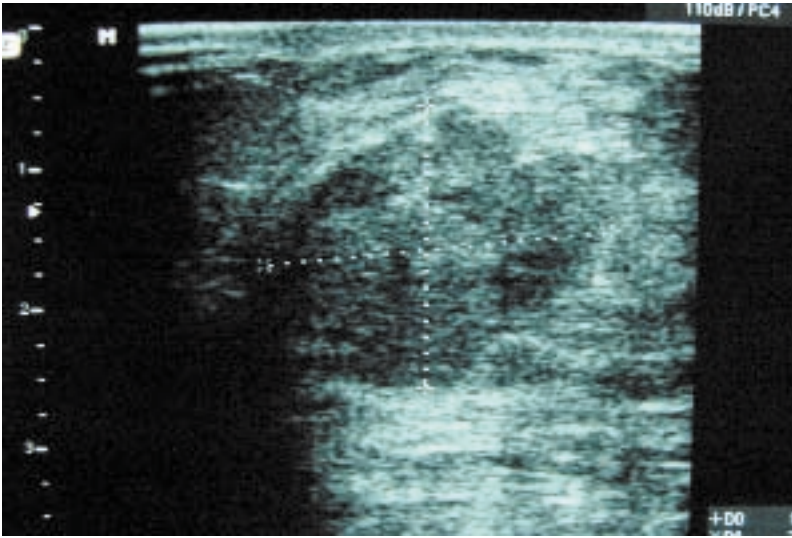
Ectomografía mamaria que muestra una imagen de un nódulo sólido, discretamente heterogéneo, de márgenes polilobulados.
